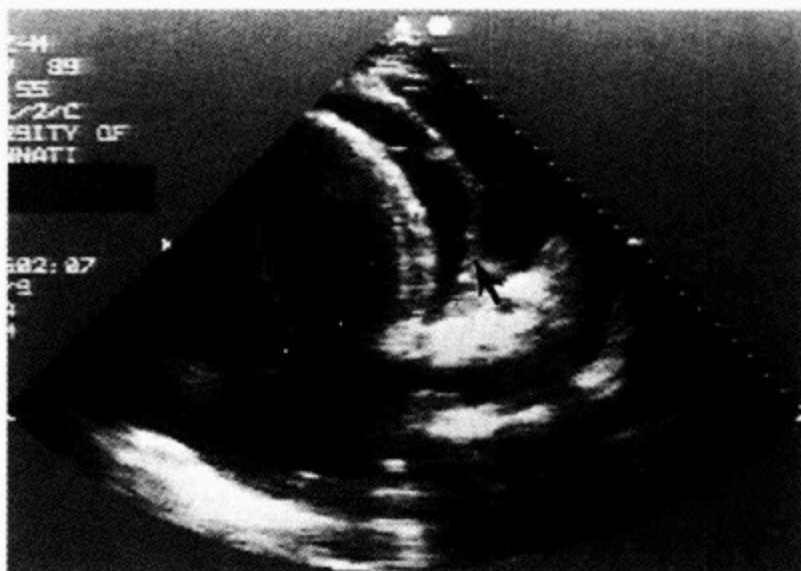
一有胸腔及心包积液患者的二维超声心动图
